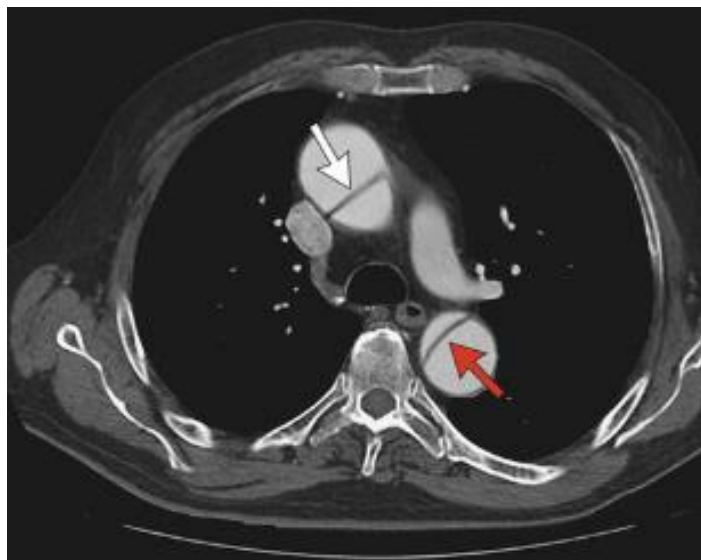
Мультиспиральная компьютерная томография. Снимок острого расслоения аорты типа А. Стрелками указано – (белая) – истинный просвет восходящей аорты и - (красная) – истинный просвет нисходящей аорты.
